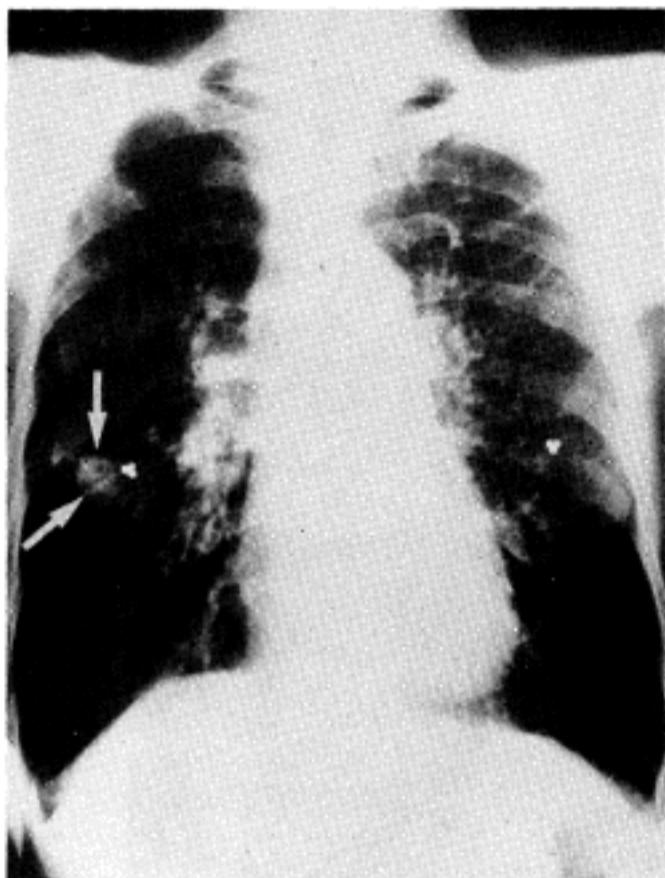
Chest x-ray reveals a well demarcated coin lesion(arrows) in the right middle lung field. Both lung fields show prominent reticulonodular densities as well as increased pulmonary vascularity.
